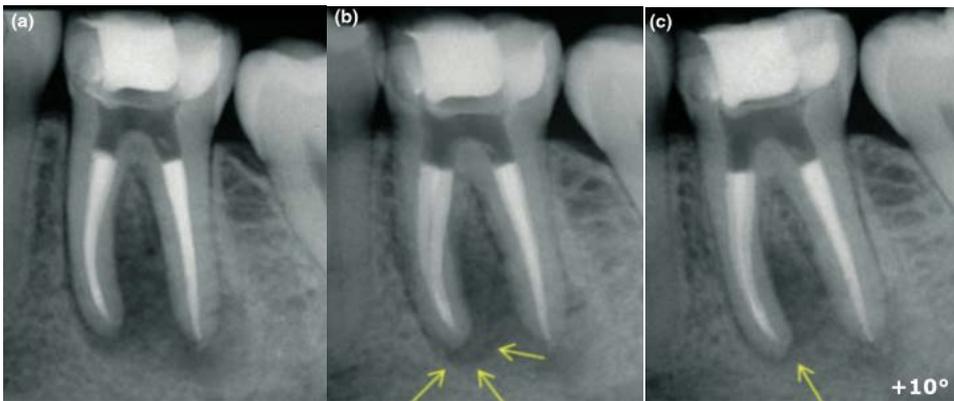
radiographie mettant en évidence la perspective temporelle (15).
